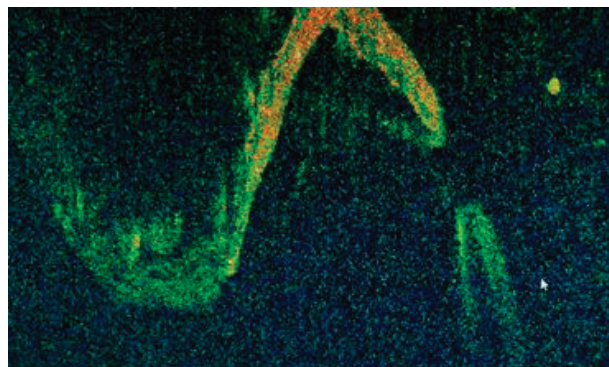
Оптическая когерентная томография центральной зоны сетчатки пациента М. до операции. Отслойка сетчатки. Макулярный разрыв 660 мкм
